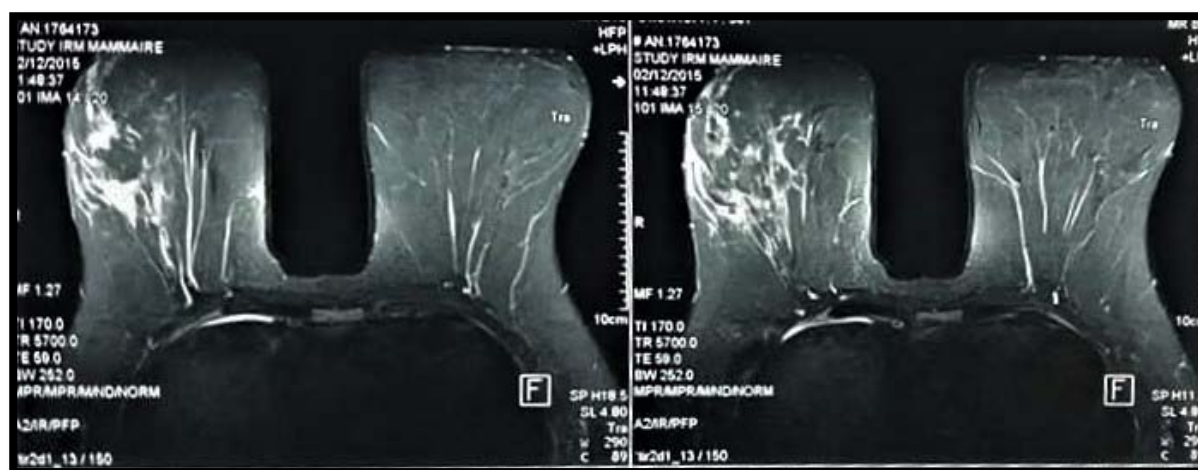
image d'IRM objectivant un foyer de distorsion architecturale du quadrant supéro-externe du sein gauche avec lésion focale dont la morphologie et la cinétique vasculaire en faveur d'une lésion maligne+ Lésions millimétriques des quadrants supérieurs du sein droit fortement suspectes avec rehaussement matriciel régional.
